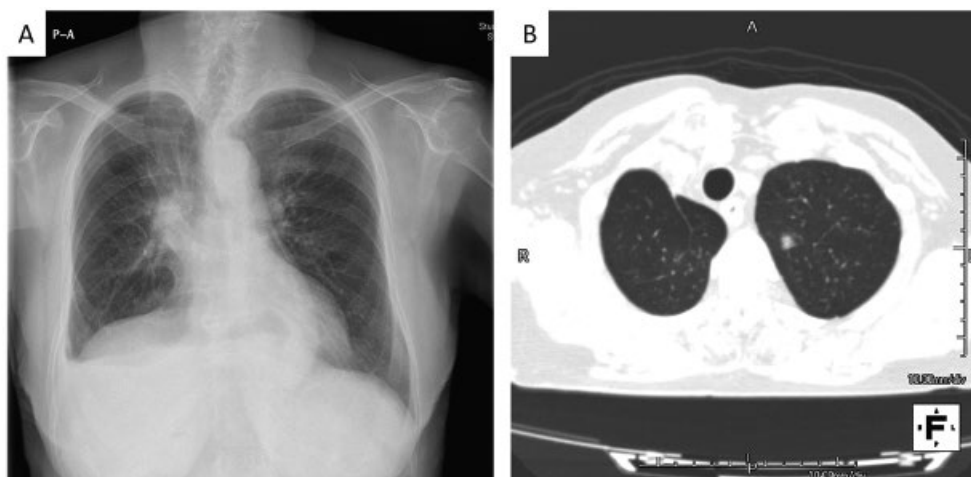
A:胸部X線で右横隔膜挙上, 右胸腔容量減少を認めた。気管の右側牽引を認めた。
